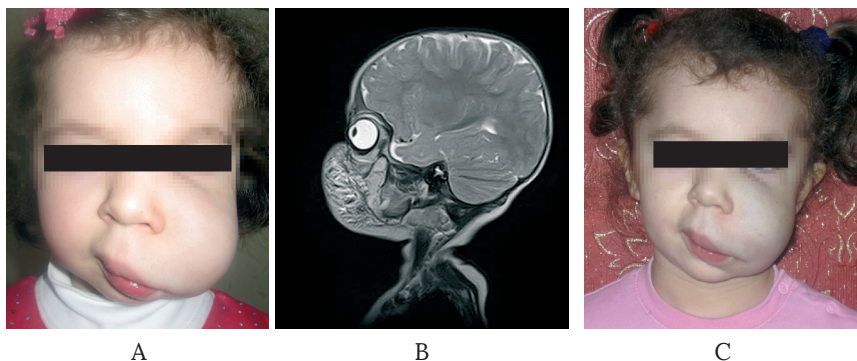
Дівчинка 3., 4 роки, мікрокістозна лімфатична мальформація лівої половини обличчя: А – фото до лікування; В – МРТ в режимі Т2 до лікування; С – через 2 місяці після ІІІ сесії склеротерапії доксицикліном.
